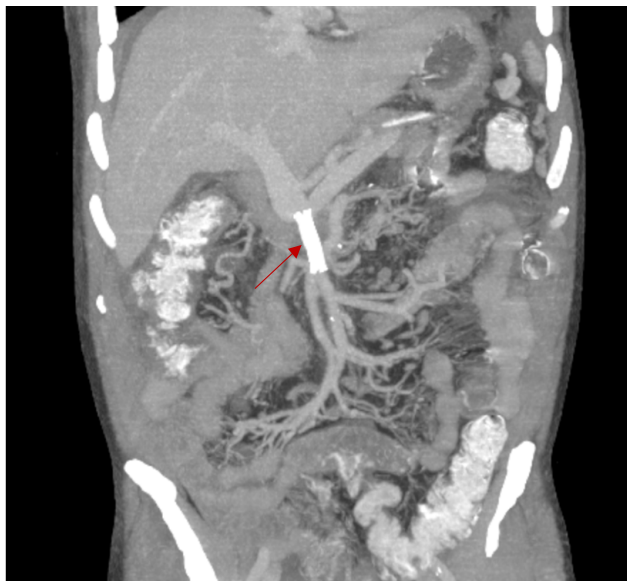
МСКТ-ангиография брюшной полости после стентирования ВБВ, фронтальный срез в режиме MIP 16 мм. Стрелкой показан стент ВБВ
